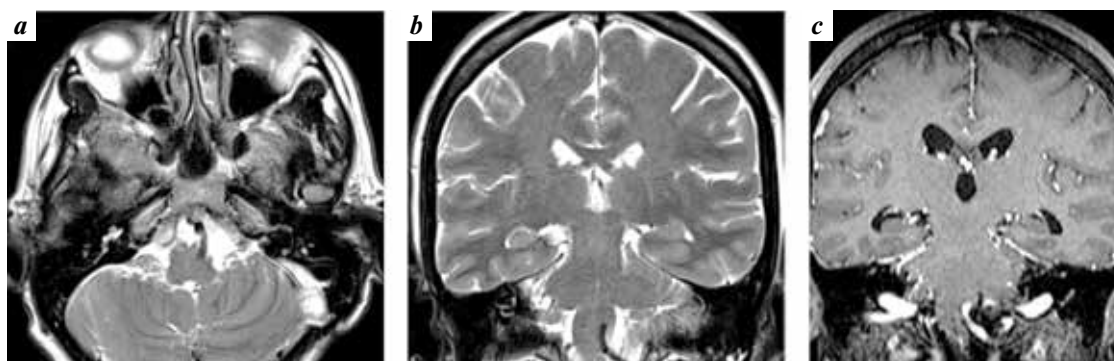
Postoperative investigation with axial (a) and coronal (b) T2W MRI, as well coronal T1W MRI with IV contrast (c), demonstrated reduction of mass phenomena on the medulla oblongata
